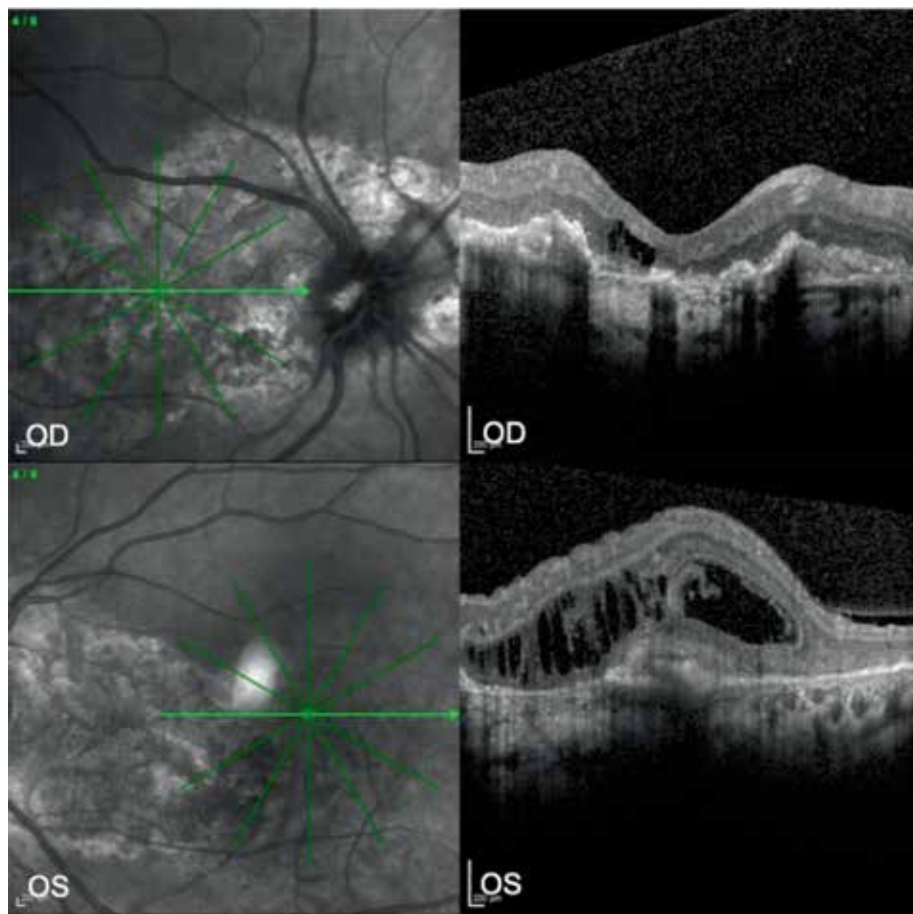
Infrared images (left column) and optical coherence tomography images (right column) of the patient's right eye (upper) and left eye (lower). Note the intraretinal edema in the active focus of choroiditis
